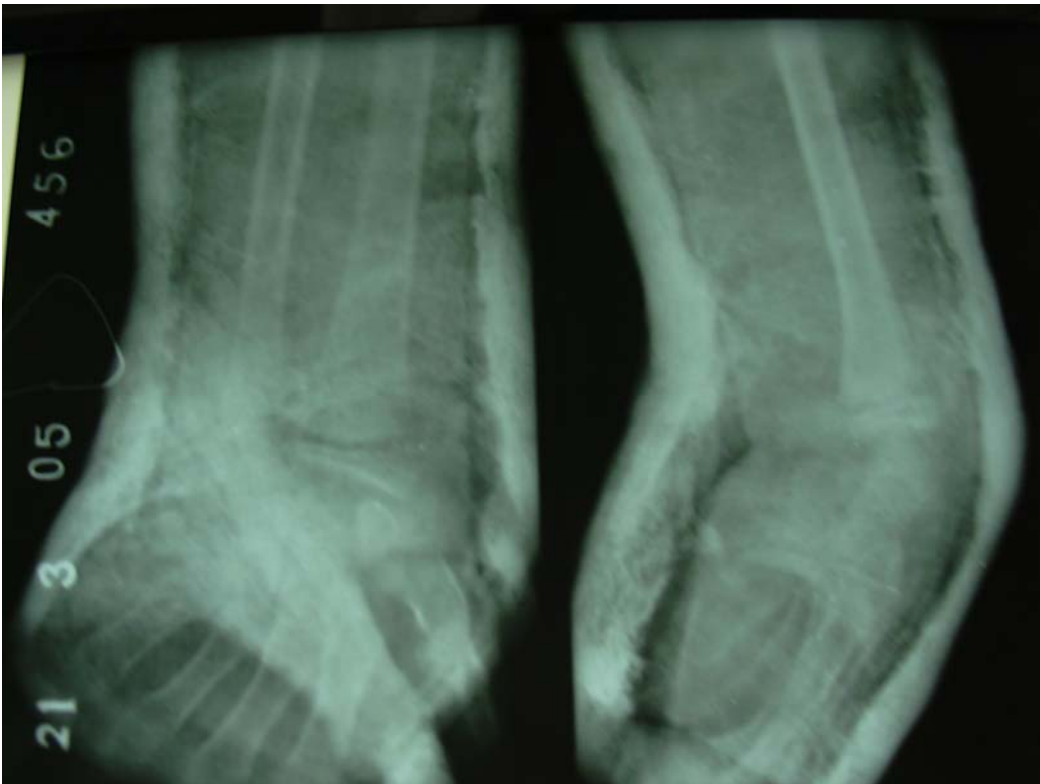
J 0 + 1 Radiographie de contrôle Face et Profil montrant la réduction Parfaite chez la même patiente
